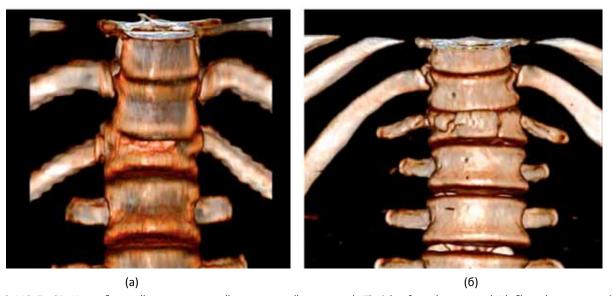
МСКТ в 3D: Нестабильный компрессионный оскольчатый перелом a) vTh12 (грудного) позвонка (AII); б) vL1 (поясничного) позвонка (AIII).
